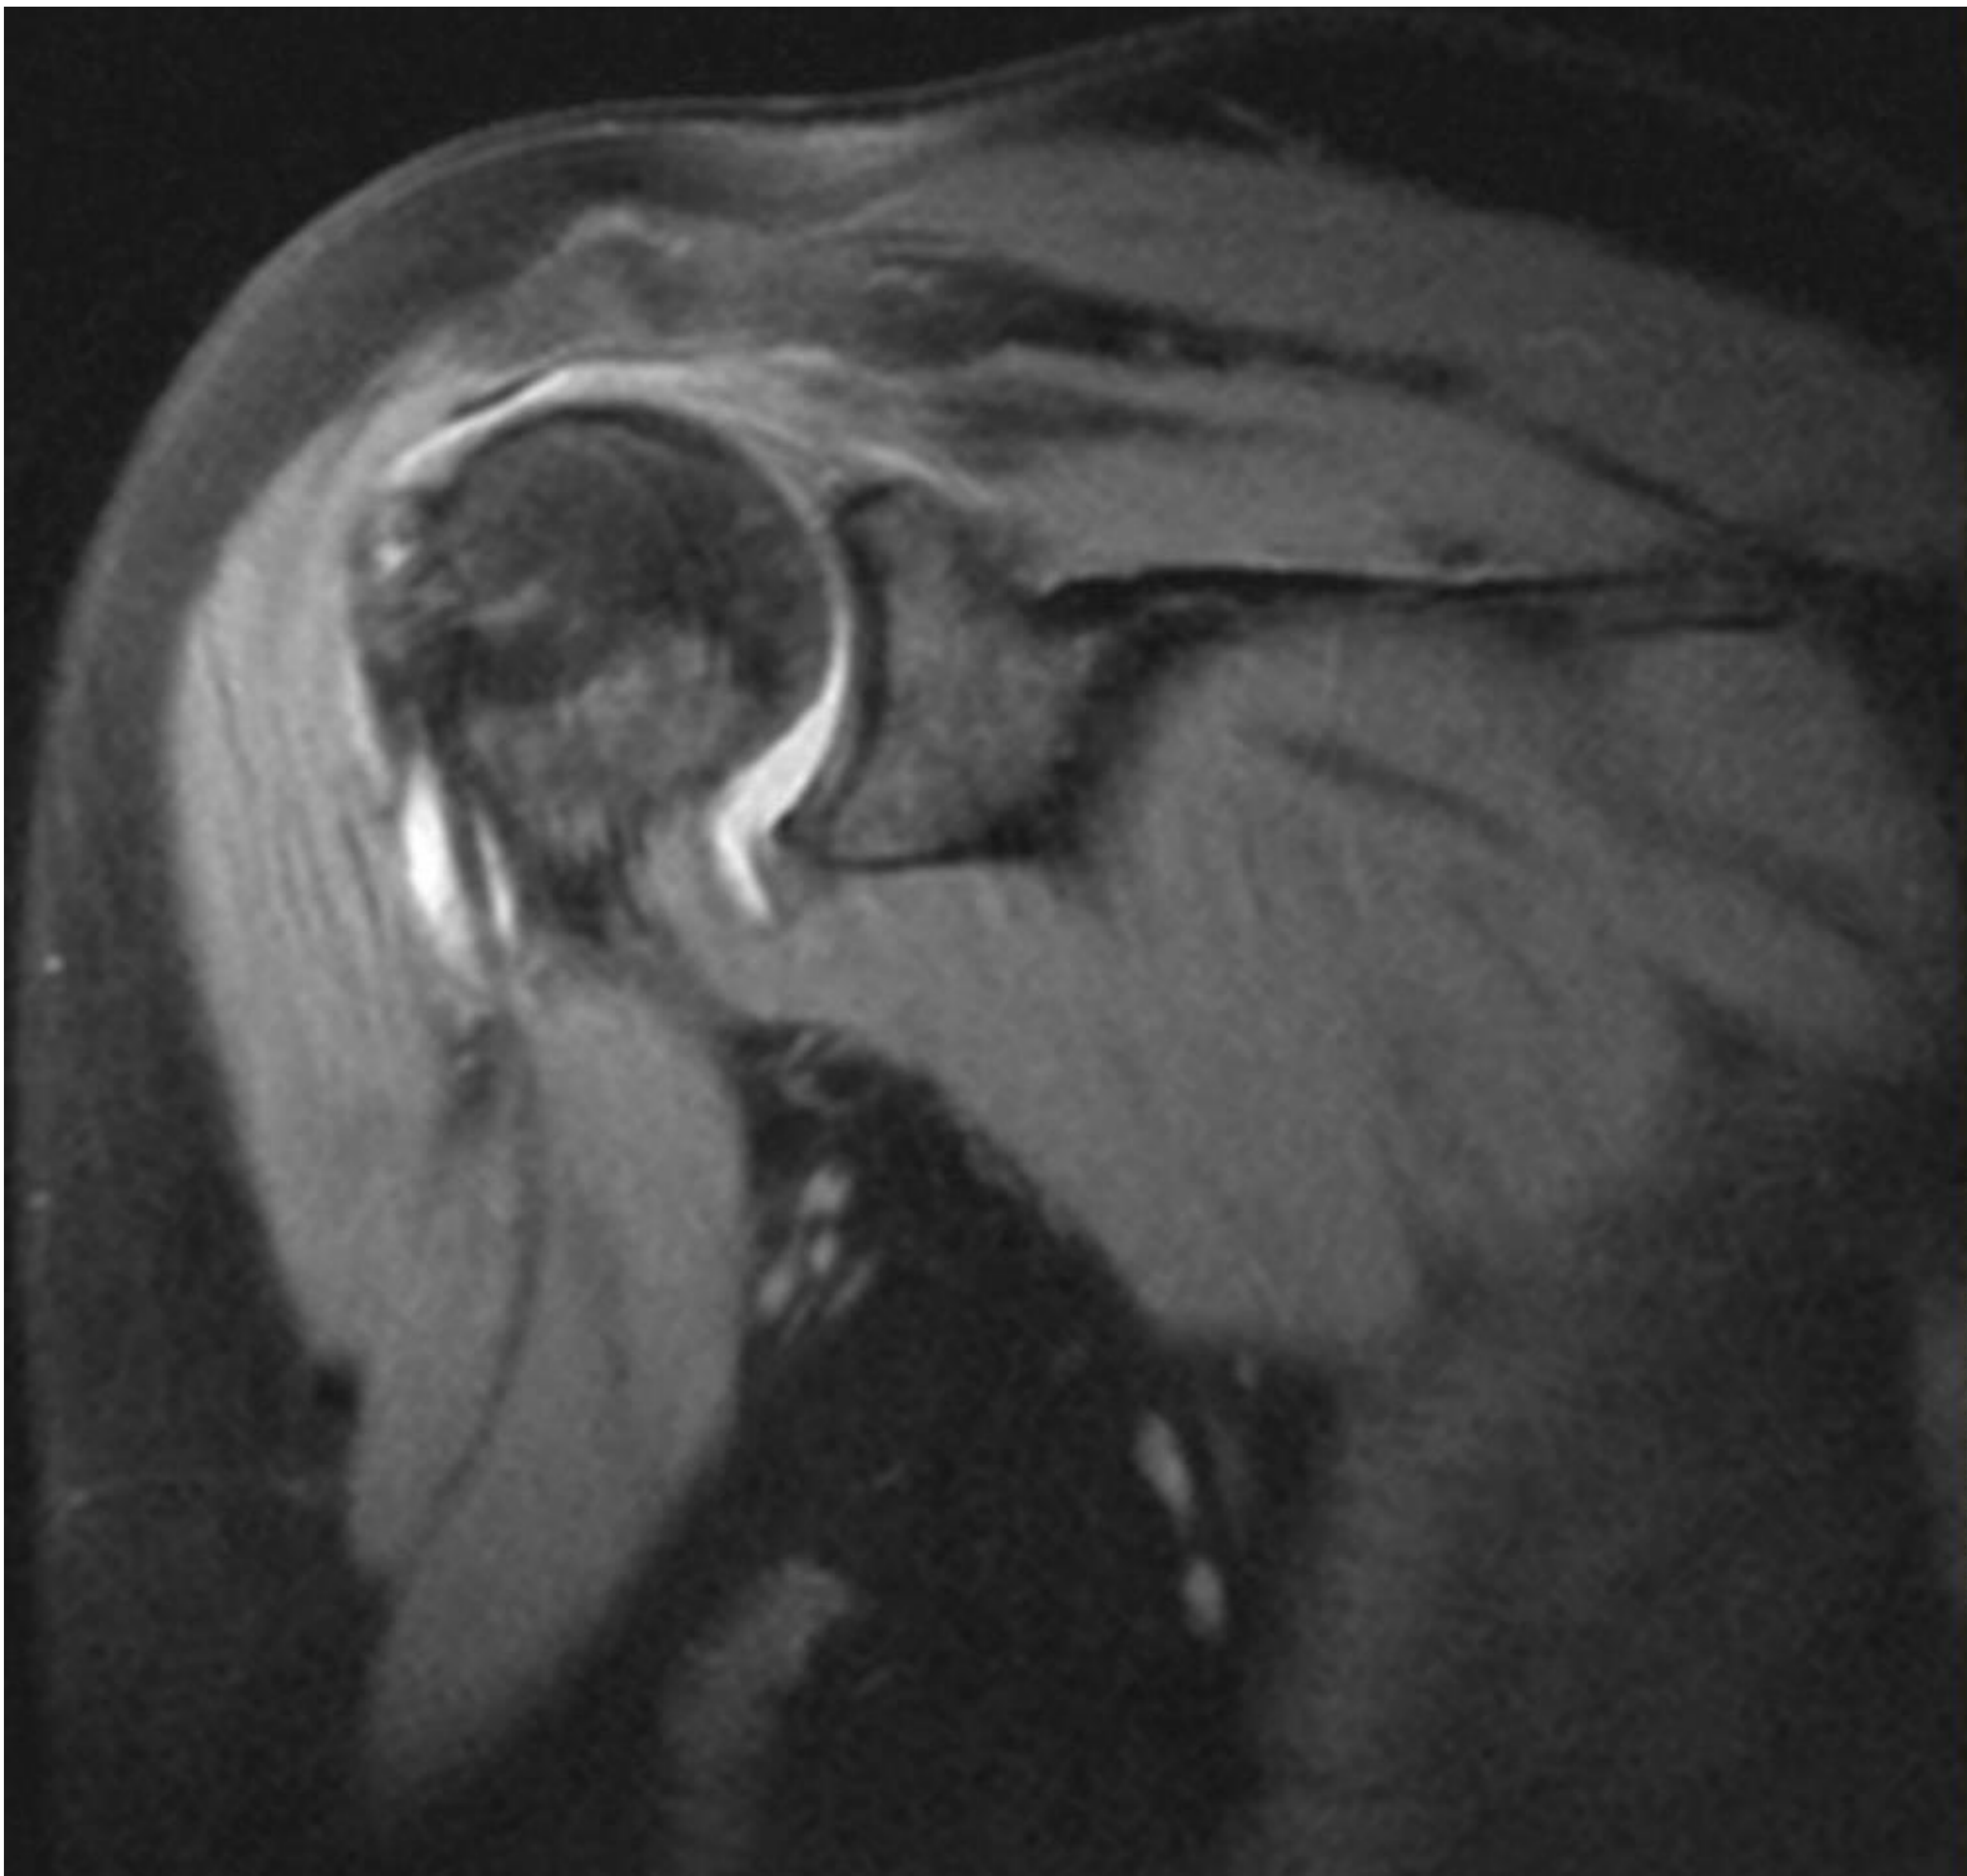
Imágenes de RM (10 años antes de la TC) en secuencias potenciadas en T1 y DPFS coronal: rotura completa del tendón supraespinoso y retracción del cabo que está a la altura de la superficie glenoidea, y existe leve infiltración grasa del vientre muscular (Grado 1 de la clasificación de Goutallier)
